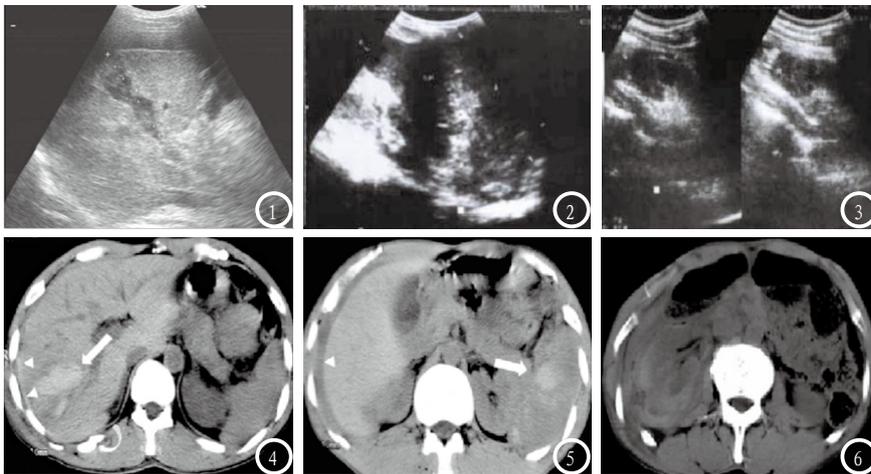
3为超声图像,图1 肝破裂超声图像,肝体积变大,不均匀回声;图2 脾破裂超声图像,脾脏肿大,回声不均匀,伴周围积液;图3 右肾挫裂伤超声图像,右肾形态异常,右肾上1/3回声不均,肾周暗区存在,伴周围积液。图4-6为CT图像,图4 肝破裂CT图像,肝右叶密度不均,内有高密度血肿(直箭头),肝包膜不全,腹腔内可见游离出血,且密度高(三角箭头),同时可见右侧肋骨骨折(弯箭头);图5 脾破裂CT图像,脾实质不均匀密度,内可见血肿且密度高(直箭头),腹腔内游离液体影可见(三角箭头);图6 肾撕裂伤CT图像,右肾实质内高密度影(白箭),肾周高密度影可见。
